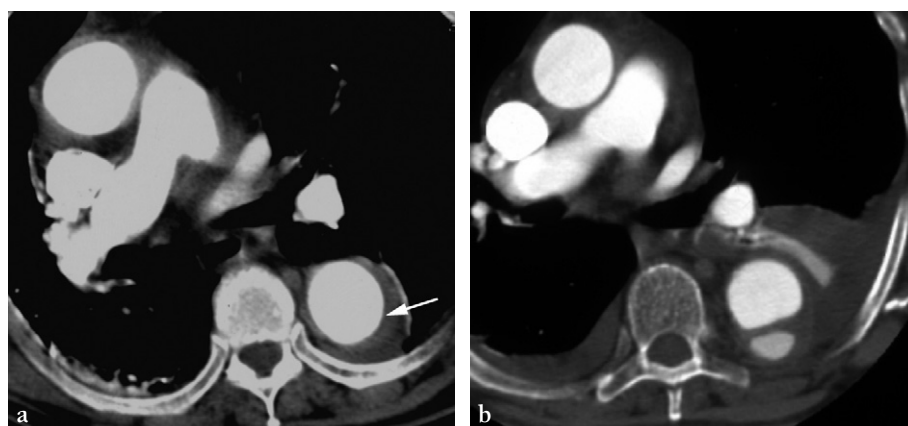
a. TDM initiale en coupe axiale montrant un hématome intramural arciforme de l'aorte descendante (flèche). b. Évolution vers une dissection à faux chenal circulant sur le contrôle TDM à 5 semaines.
